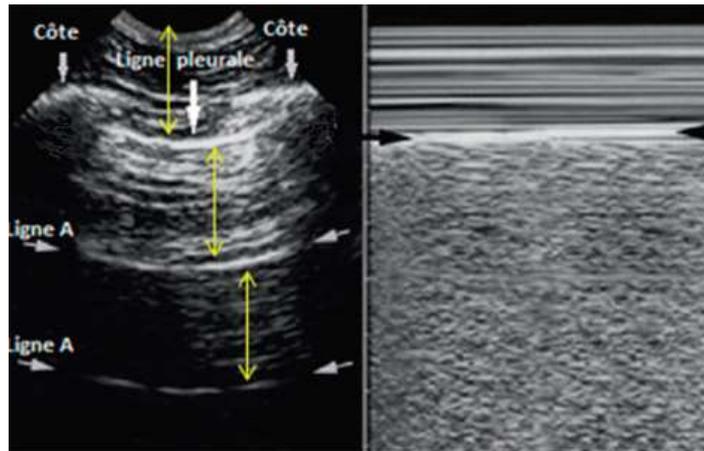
image échographique d'un poumon normal (35).
